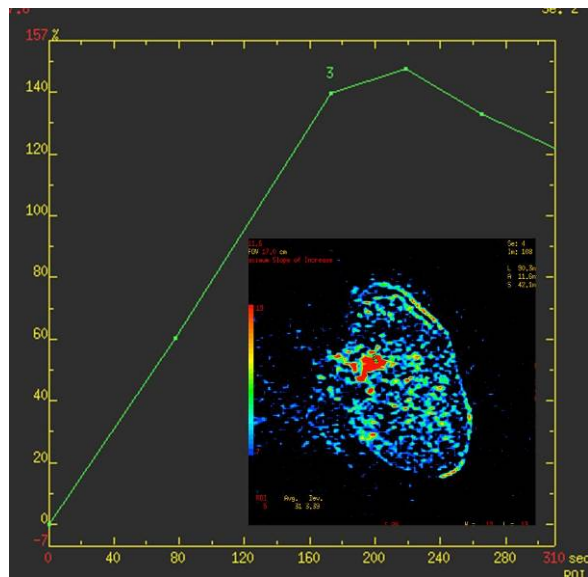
RM in pz non responder. Stessa pz di fig. 7 dopo NAC che mostra persistenza di enhancement patologico.
